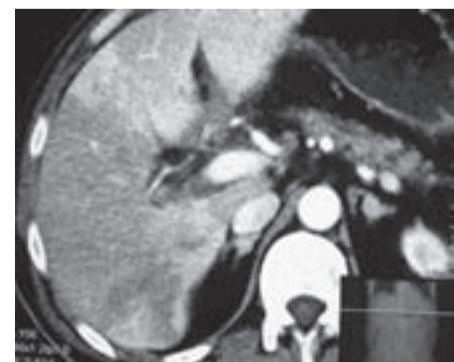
СКТ. Тромбоз воротной вены
